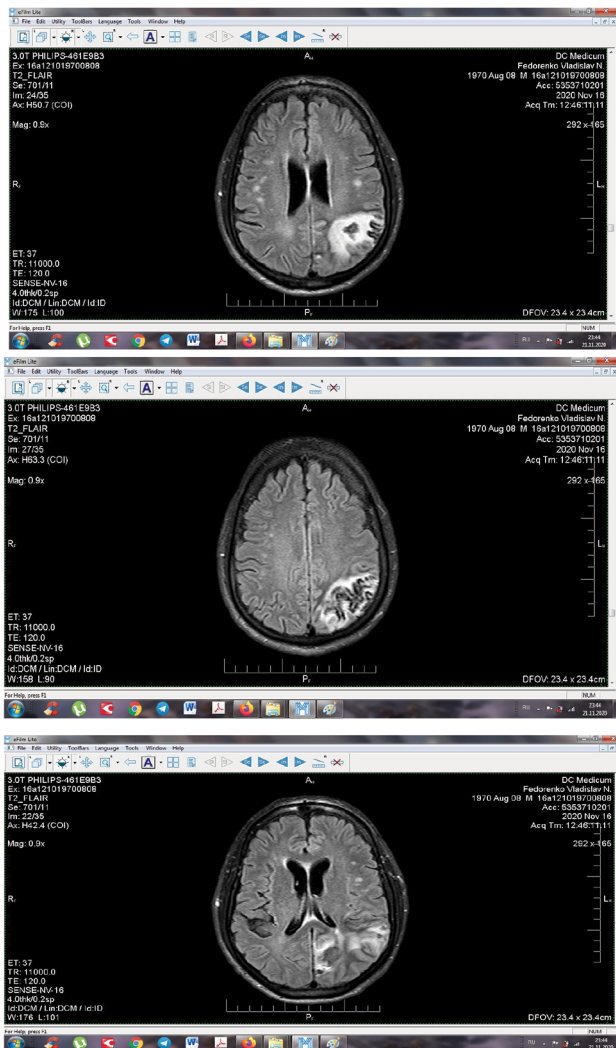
Рисунок – представлена MPT картина головного мозку пацієнта Ф. у режимі T2 FLAIR: гіперінтенсивний сигнал в лівій потиличній області, мультифокальні геморагічні вогнища суб-супратенторіальної локалізації
